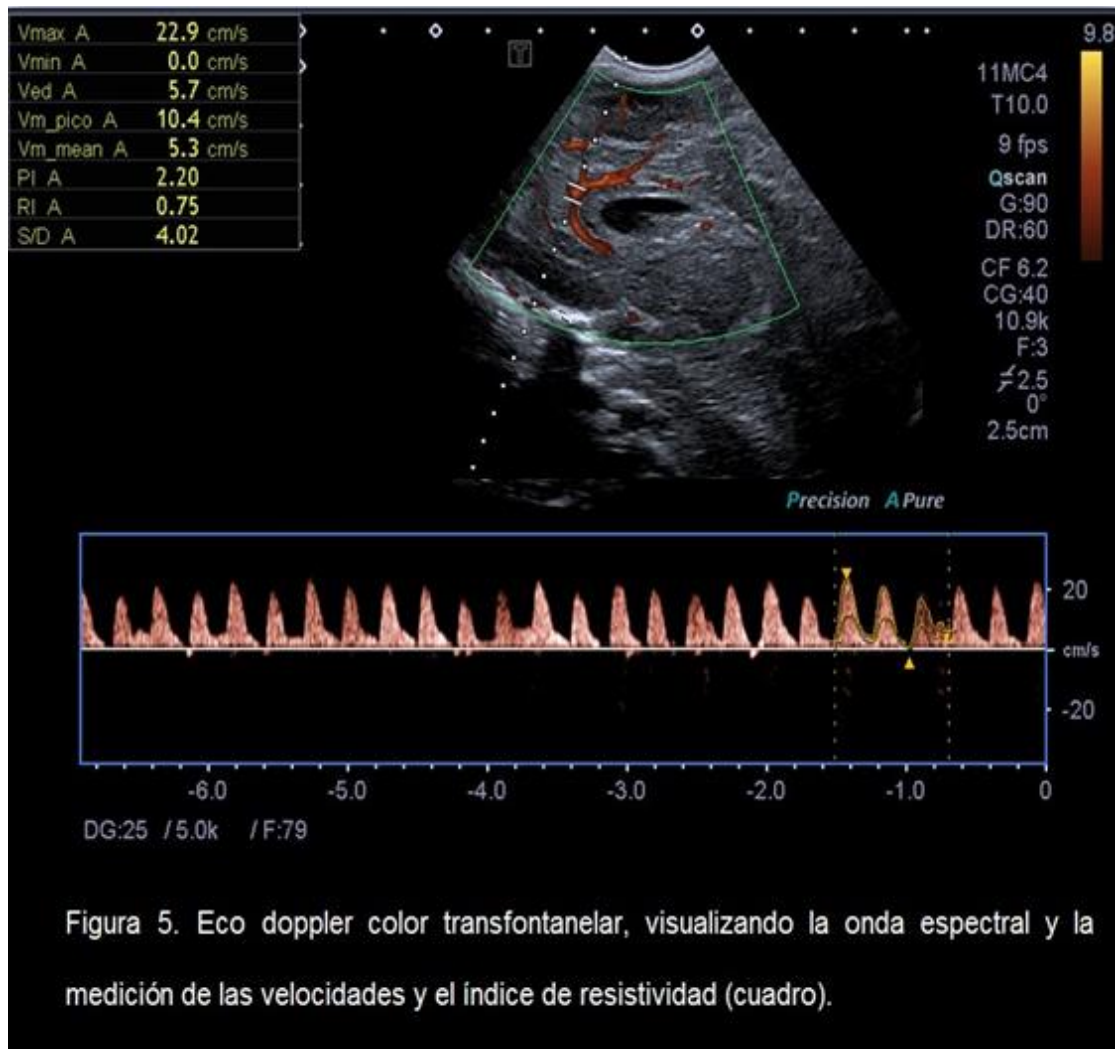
Eco doppler color transfontanelar, visualizando la onda espectral y la medición de las velocidades y el índice de resistividad (cuadro).
